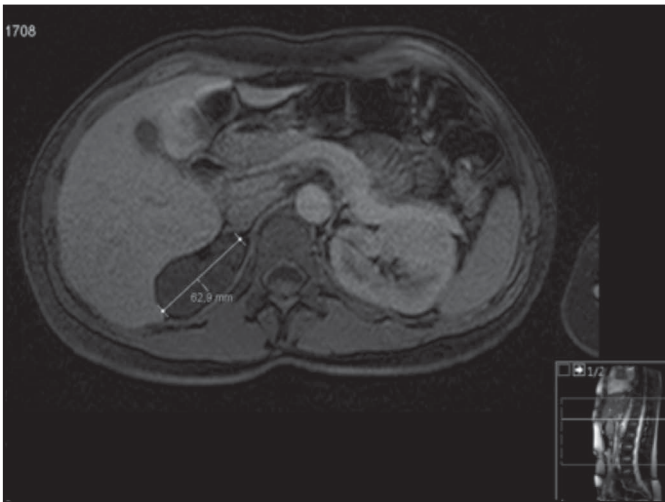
RM abdominal, corte transversal, ponderação T1, lesão hipointensa.
